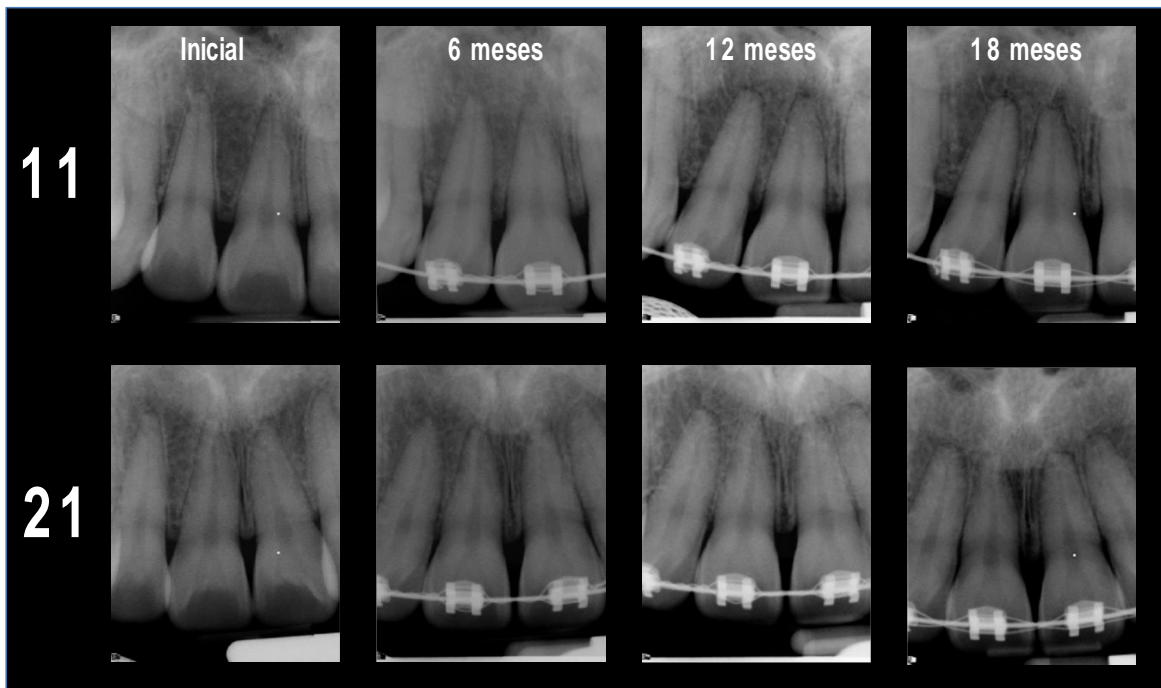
Radiografías periapicales con radiovisiografo en T1,T2,T3,T4 de 11 y 21
